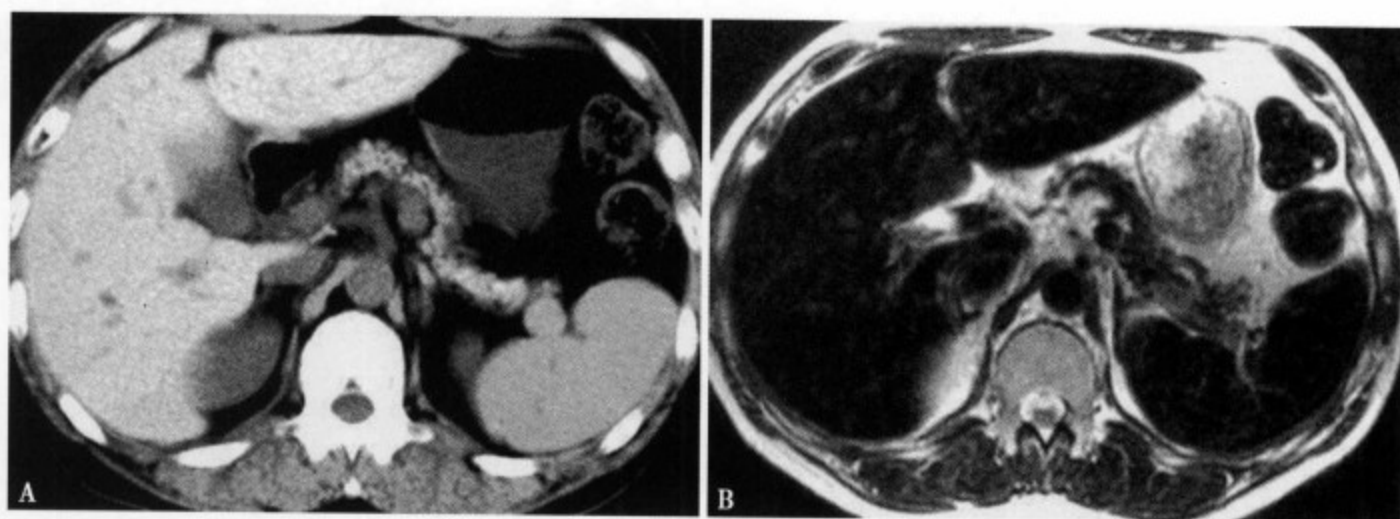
CT平扫（A）显示肝实质密度普遍升高，CT值90~95Hu，明显高于脾（70Hu）；MRI T₂WI（B）肝实质及胰实质信号明显低于同层面肌肉的信号
